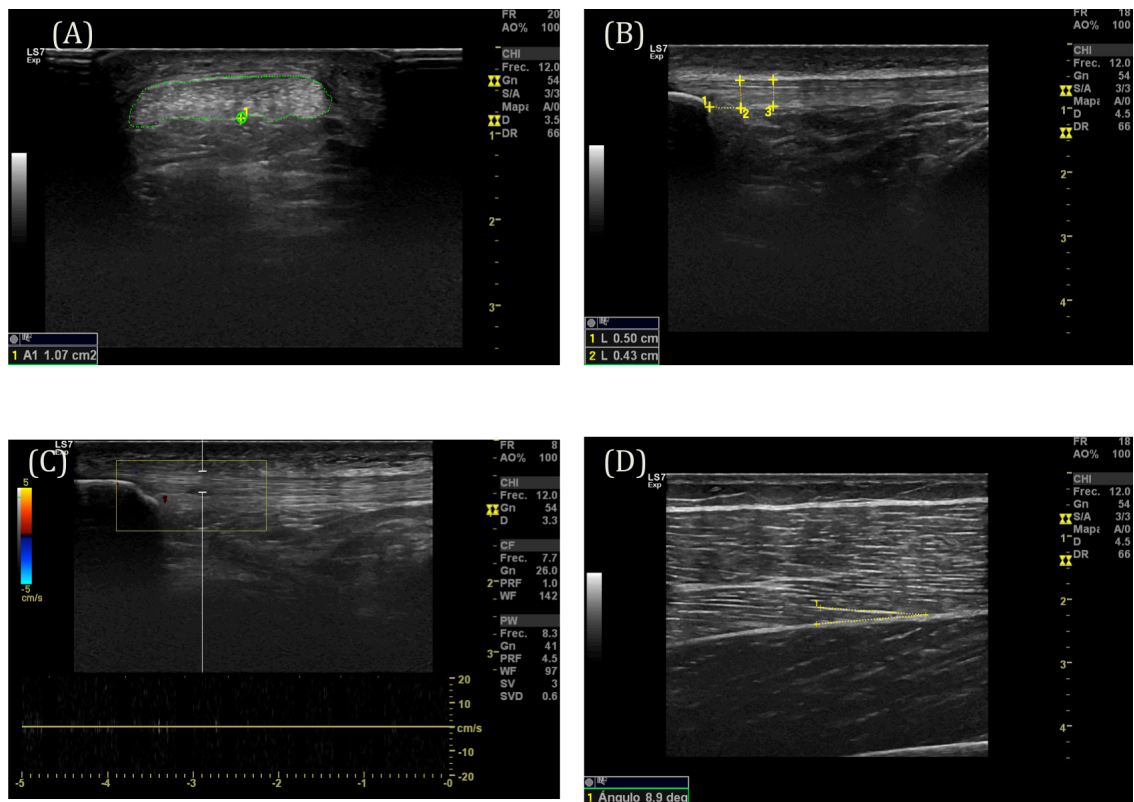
Examples of ultrasound measurements. A) CSA, B) AP Thickness, C) Doppler, D) Pennation Angle.
